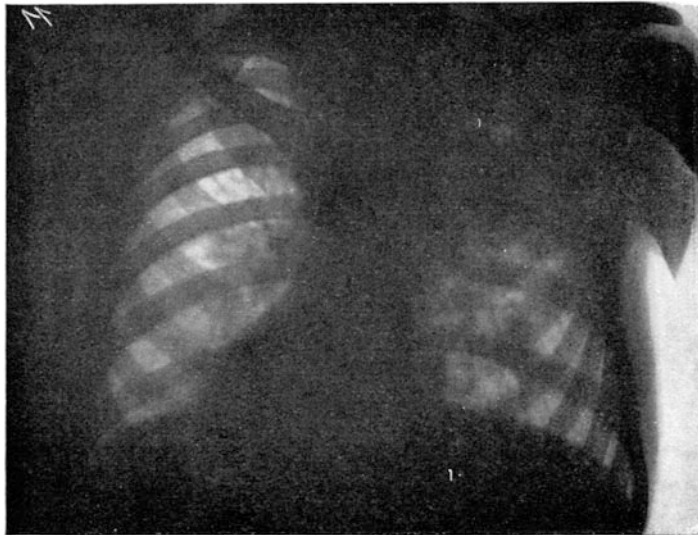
Röntgenbild bei diffuser Tuberkulose beider Lungen.
